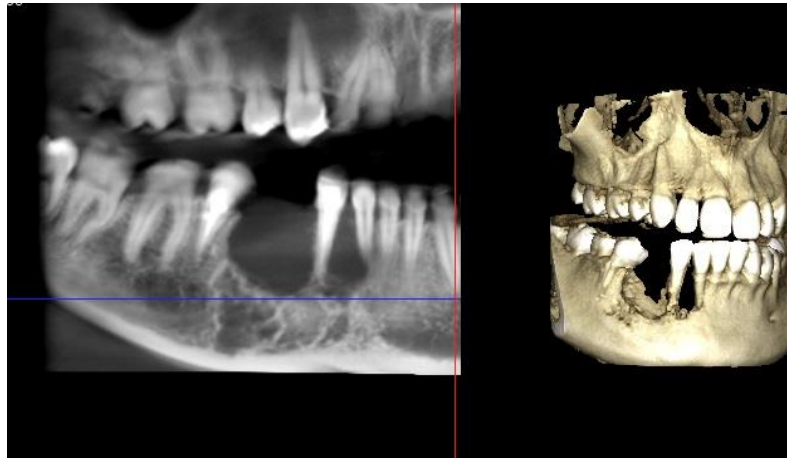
Комп'ютерна томограма хворої К., 27 років, медична карта стаціонарного хворого № 876. Діагноз: «Рецидив амелобластоми правої половини нижньої щелепи».
